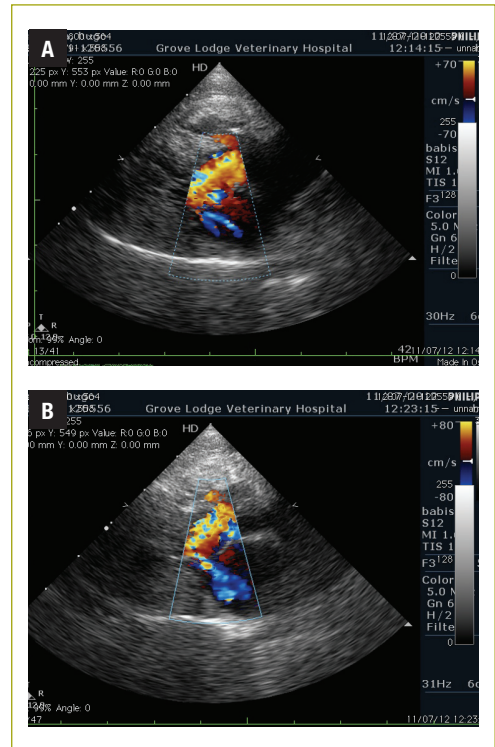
(A-B) Imágenes del Doppler color del tracto de salida del ventrículo izquierdo donde se observa un doble flujo característico, uno de regurgitación mitral y otro hacia el tracto de salida de la aorta (cortesía Grove Lodge).
